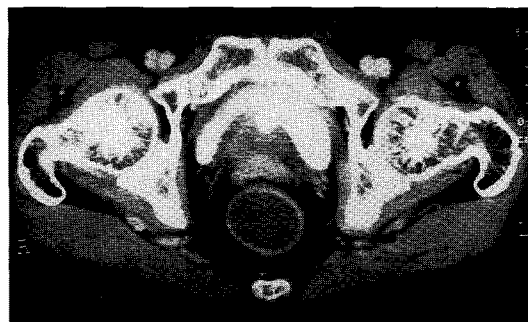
Pelvic CT scanning shows no evidence of delineated mass lesion or enlargement in prostate, but there is not distance prostatic margin at left posterior portion, and periprostatic strands are seen.
